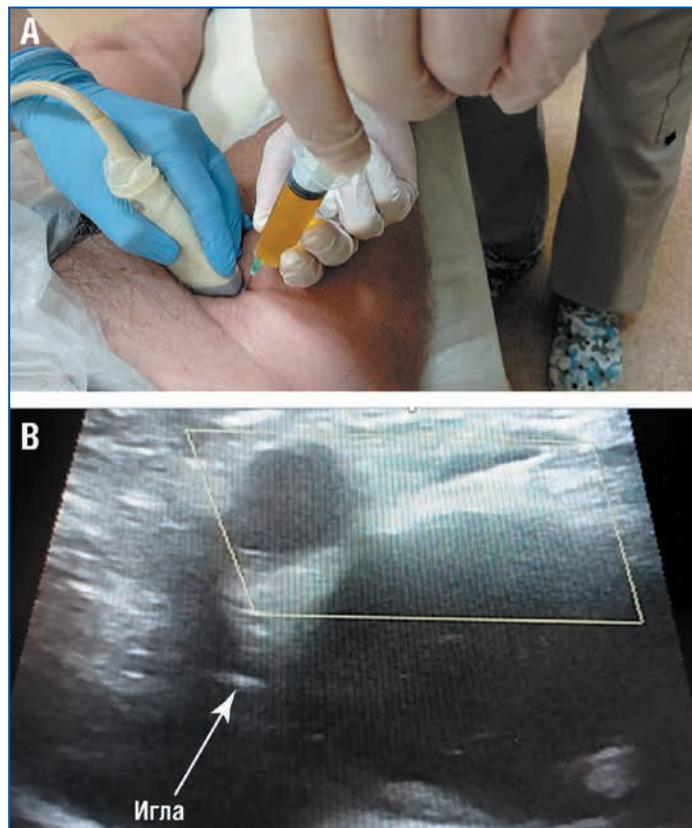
Эвакуация жидкости (А) и введение бионического кросс-линк препарата (В) под контролем УЗИ (стрелкой указано положение иглы в полости сустава)
